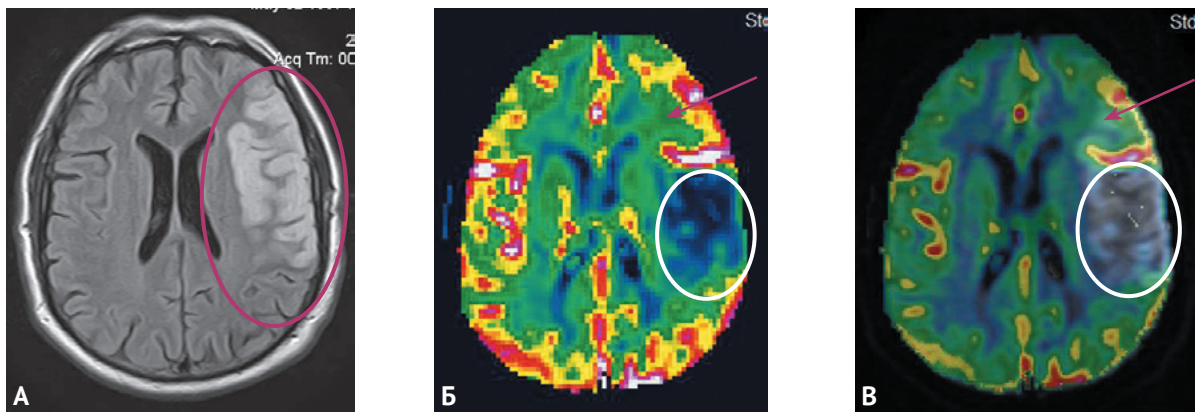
МРТ пациента с ОНМК по ишемическому типу в бассейне левой средней мозговой артерии, давность ОНМК – 2 ч. А – FLAIR, определяются ишемические изменения левой лобно-височной области в виде повышенной интенсивности (ишемия обведена овальной линией); Б – МР-перфузия (DSC), CBF карта (В) демонстрируют значительно меньший объем необратимых ишемических изменений (обведены овальной линией), чем МР-диффузия, зона частично обратимой ишемии (пенумбра) указана красными стрелками; В – наложение карты CBF на МР-диффузию, зона необратимой ишемии обведена в овальную линию, зона пенумбры указана красной стрелкой.
